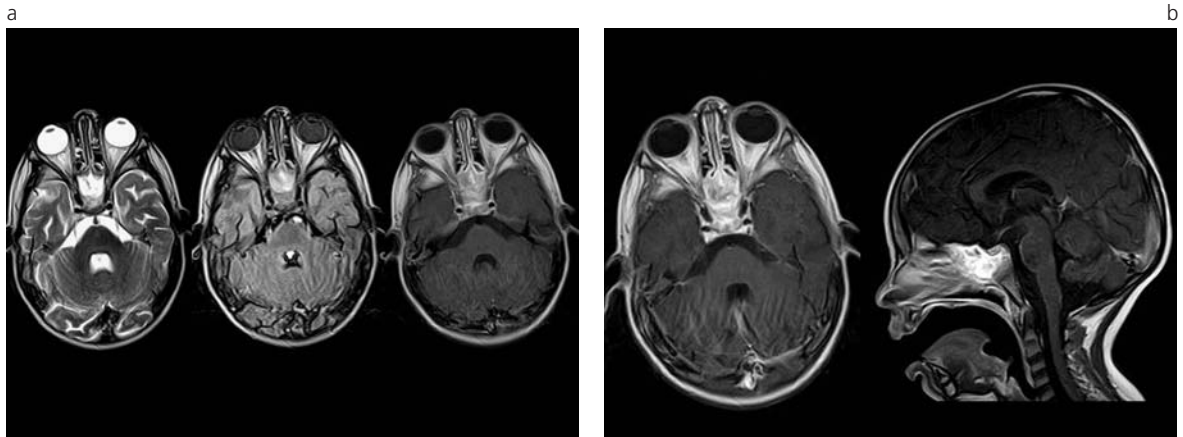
Control evolutivo posquimioterapia. Luego de un mes de comenzado el tratamiento, se realizó una resonancia magnética control. En las secuencias axial T2, Flair y T1 (a) se identifica una reducción significativa del tamaño del tumor del seno esfenoidal asociado a reemplazo graso, el cual es evidenciado por una hiperintensidad de señal en T1 y T2. (b) En los planos axial y sagital T1 posgadolinio se constata la disminución del volumen del tumor tratado. El seno esfenoidal persiste ocupado por la lesión.
